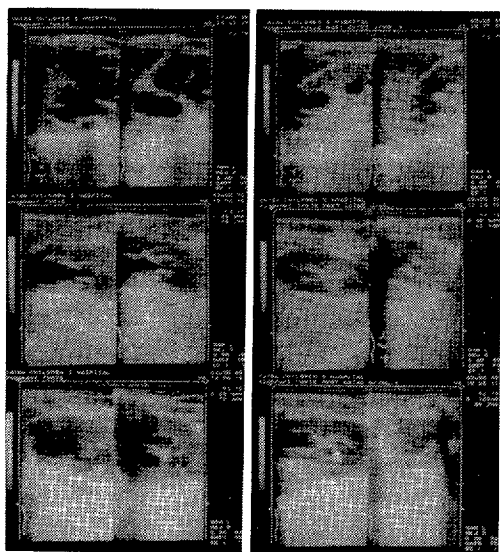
CIC排尿前(左例), 後(右例)での腎エコー所見の変化(case 2)
